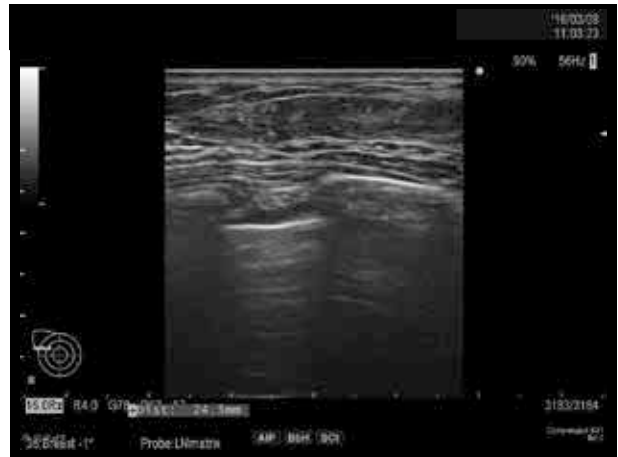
右 C 領域に認めた低エコー領域は縮小し、微細石灰化も消失した
